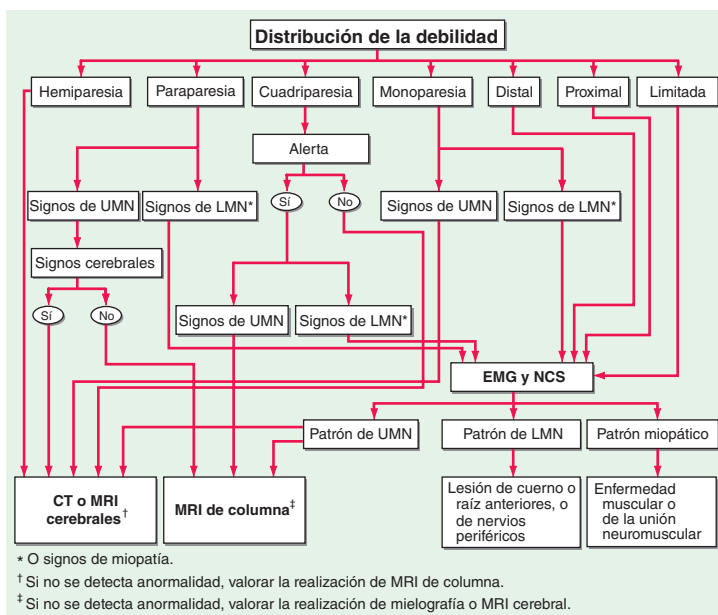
Algoritmo para la valoración inicial del paciente con debilidad. CT, tomografía computadorizada; EMG, electromiografía; LMN, neurona motora inferior; MRI, imágenes por resonancia magnética; NCS, estudios de conducción nerviosa; UMN, neurona motora superior.
